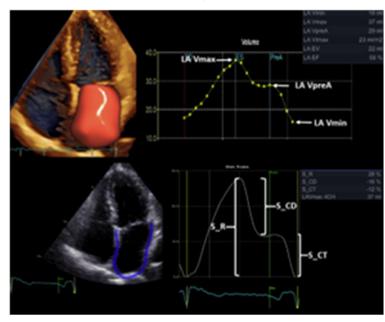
使用心電圖 R-R 訊號同步掃描的 phasic LA 應變說明 LA 階段性應變與心電圖和相應的 LA 體積關係。Left atrial reservoir strain 應變對應於心室收縮期的 LAVmax. LA conduit strain 對應於舒張早期的 LAVpreA ,而 LA contractile strain 對應於舒張末期的 LAVmin. S_CD, LA conduit strain; S_CT, LA contractile strain; S_R, LA reservoir strain.
